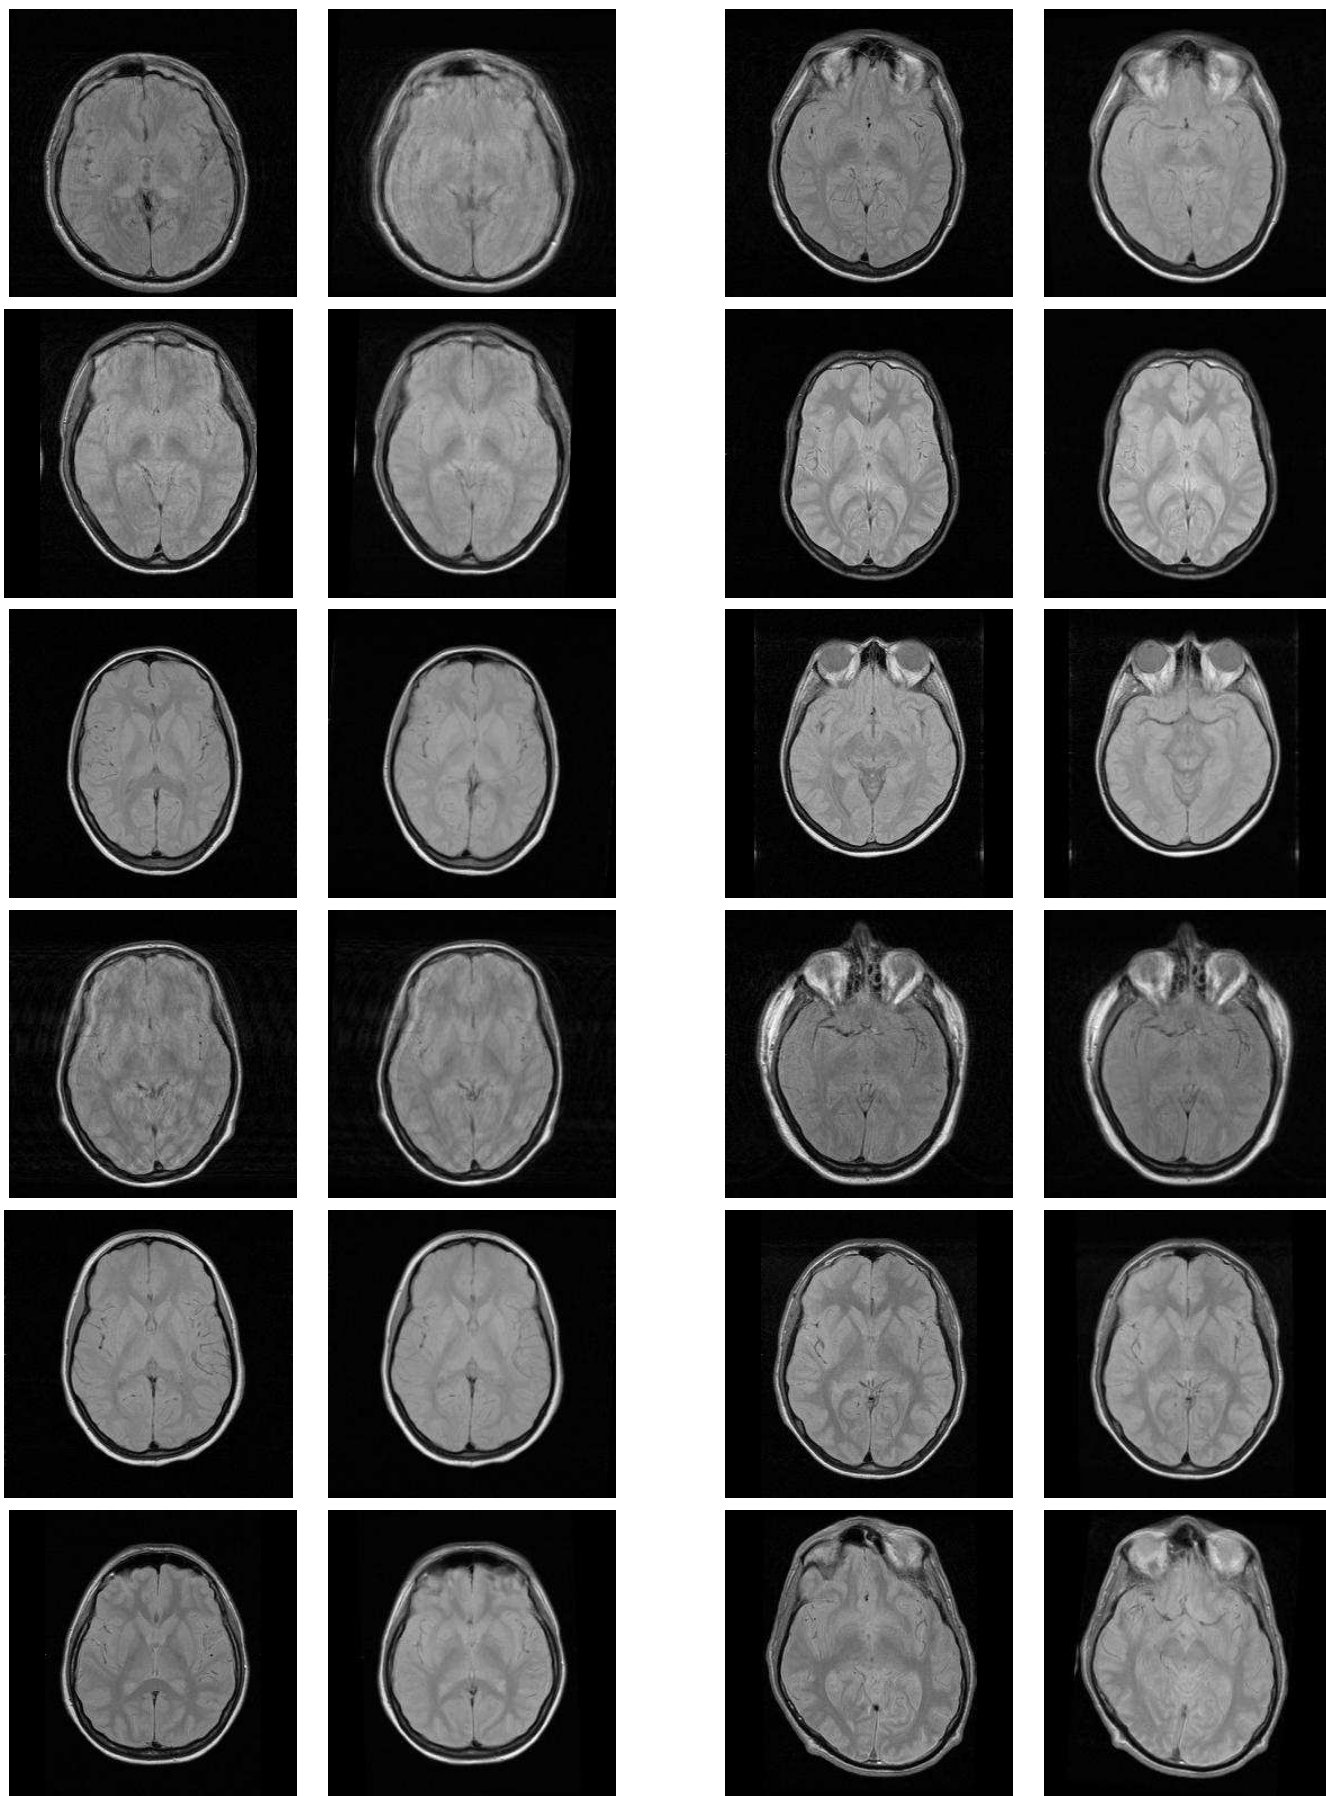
Réorientation des images IRM pondérée en DP de la base de données du projet QAM-RIC (planche 4).
